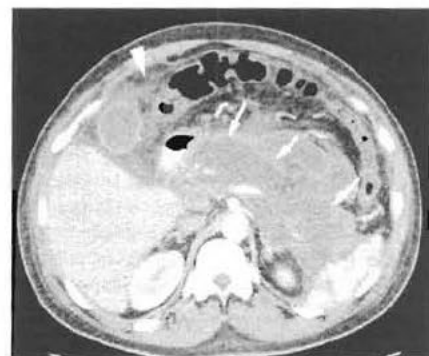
TDM pancréatique après injection de produit de contraste : absence de rehaussement du pancréas après injection de contraste, témoignant d'une nécrose (flèches). Noter une infiltration de la graisse mésentérique (tête de flèche).
